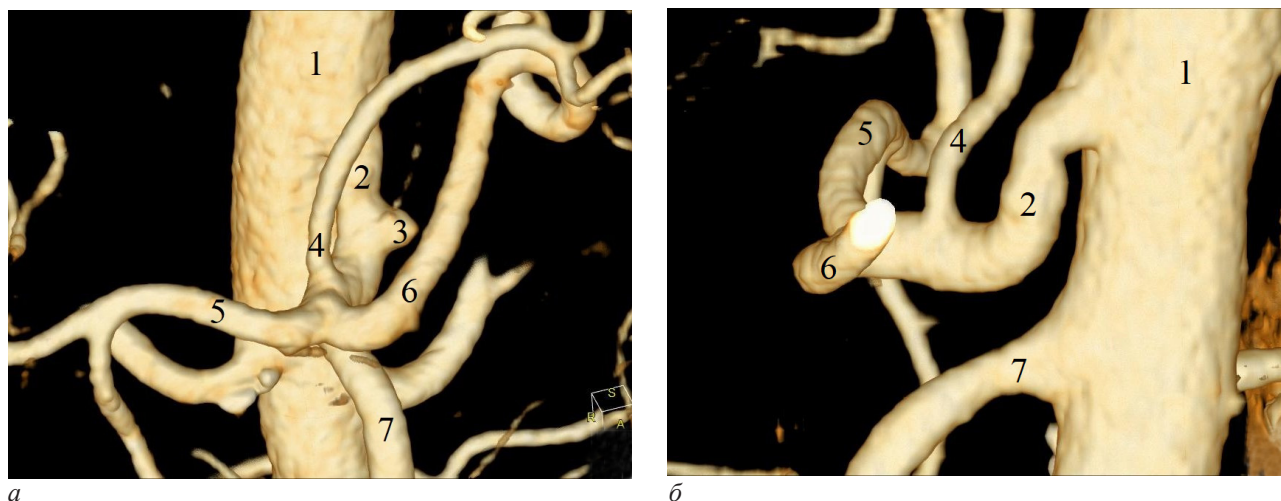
Случай 2. МСКТ-ангиограммы (3D-реконструкция): а – брюшная аорта (1), чревный ствол (2), аневризма левой нижней диафрагмальной артерии (3), левая желудочная (4), общая печеночная (5), селезеночная (6) и верхняя брыжеечная артерия (7) до операции; б – то же через 5 дней (нормальная проходимость чревного ствола)
